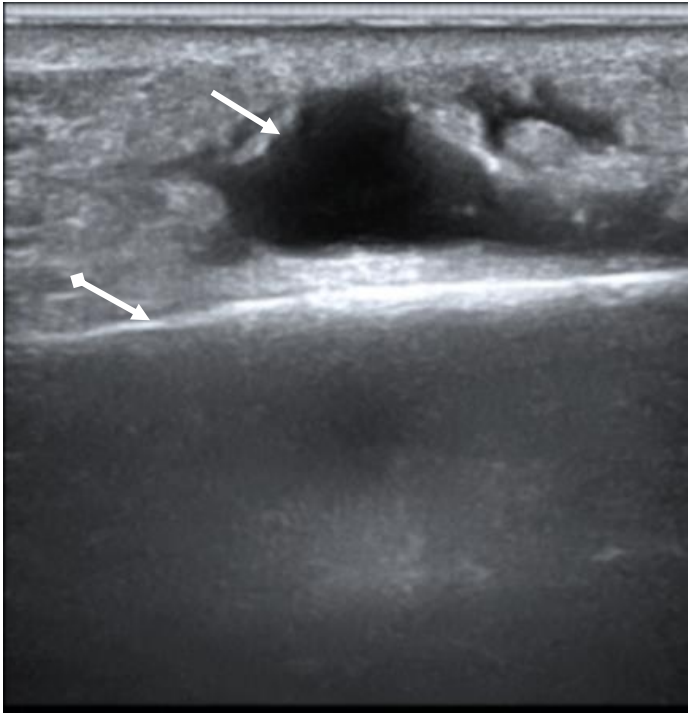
УЗИ. В-режим. Кровоизлияние в мягкие ткани голени в виде гипоэхогенной зоны с неровными контурами (стрелка). Большеберцовая кость (стрелка с ромбом)
